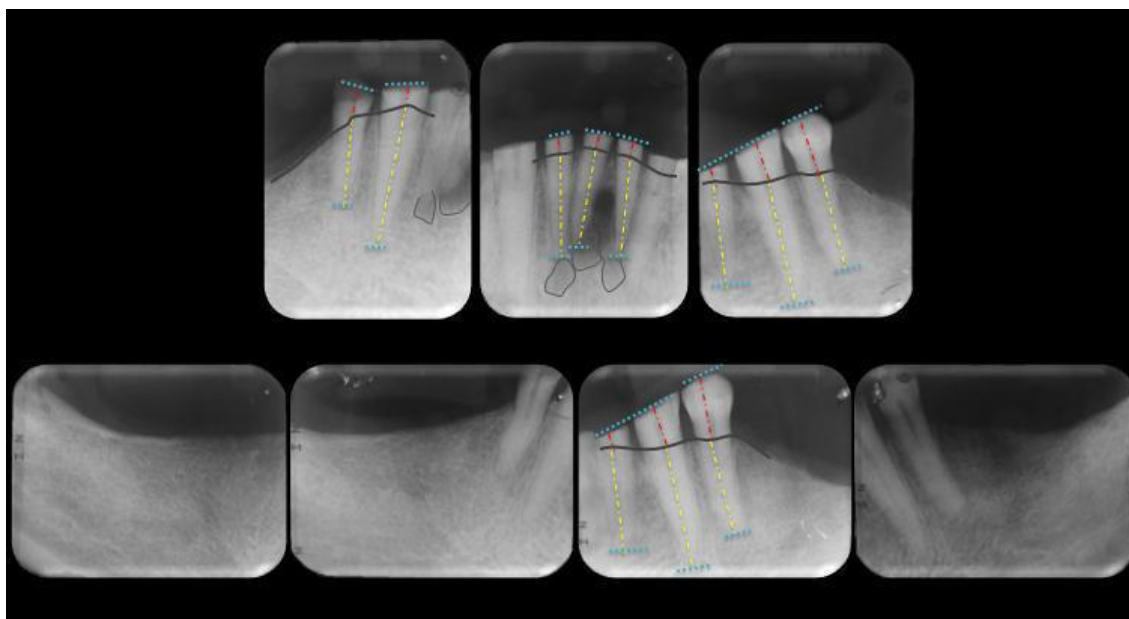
28 Radiografías Seriadas – Arcada Inferior
